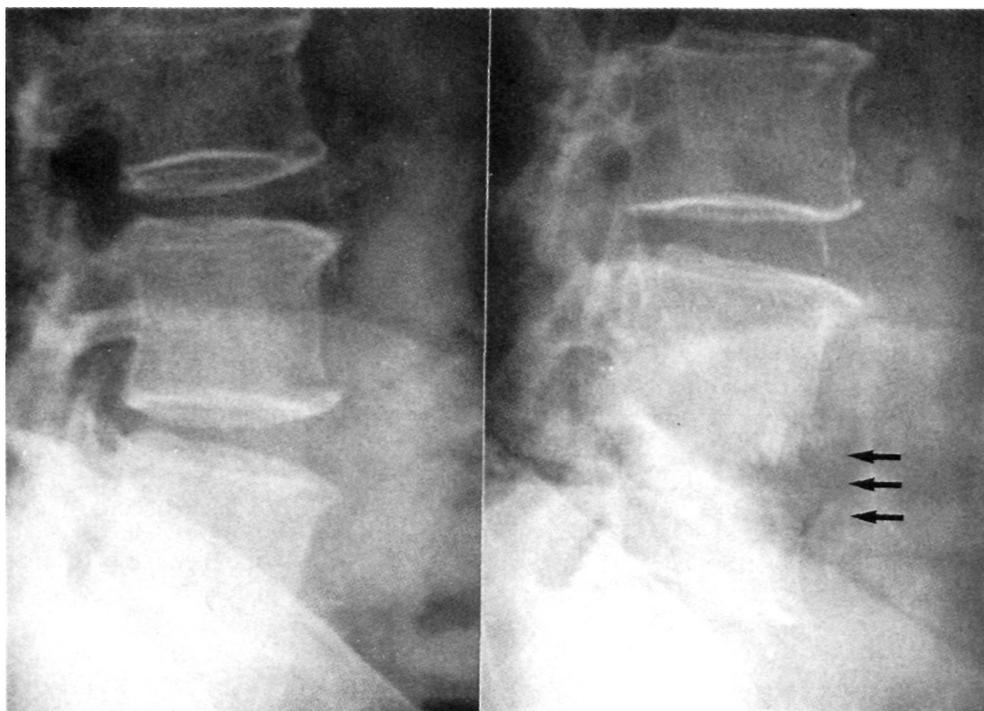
Radiografía inicial en proyección lateral sin alteraciones óseas. En la evolución se apreció una destrucción de los cuerpos vertebrales L4 y L5.
